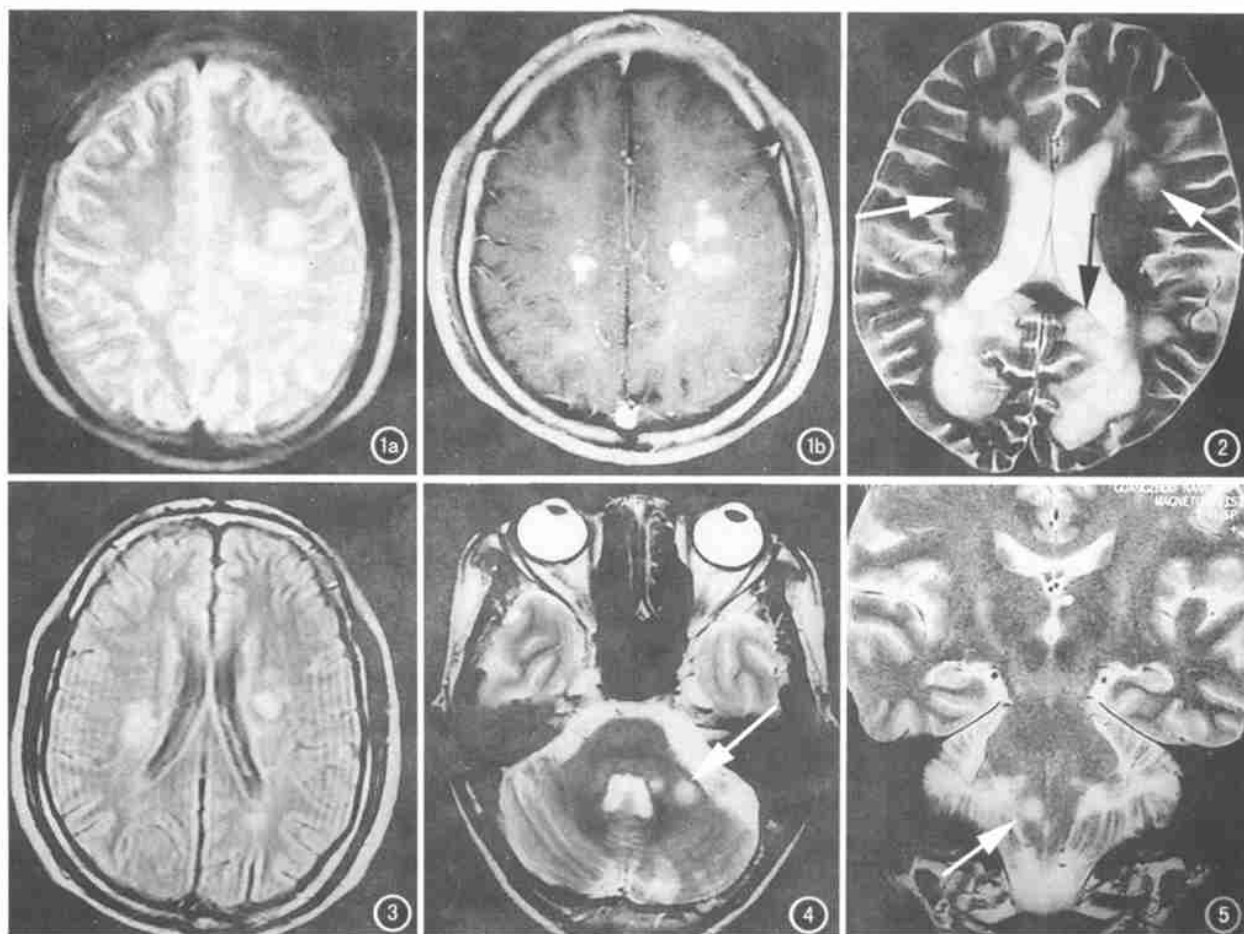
a) 横断面 T_2 WI; b) Gd-DTPA 增强像。双侧半卵圆中心可见多发大小不等的卵圆形或类圆形病变,在 T_2 WI 上为稍高或高信号,增强后病灶明显强化,欠均匀,且增强像上病灶的范围较 T_2 WI 上为小。图 2 横断面 T_2 WI。双侧侧脑室周围、枕叶白质及胼胝体压部两侧(黑箭)可见多发大小不等的圆形、卵圆形或不规则形稍高或高信号病灶。部分病灶可见其长轴垂直于侧脑室壁,即“Dawson's fingers”征象(白箭)。图 3 横断面 FLAIR 序列像。双侧大脑半球侧脑室周围见多发大小不等的卵圆形高信号,脑室内脑脊液呈低信号。图 4 横断面 T_2 WI。左侧桥臂及左侧小脑半球见多个类圆形或不规则高信号病变(箭)。第四脑室无受压变形。图 5 冠状面 T_2 WI。延髓右侧可见约 $0.5\text{cm} \times 0.7\text{cm}$ 的卵圆形高信号病变,无占位征象(箭)。
